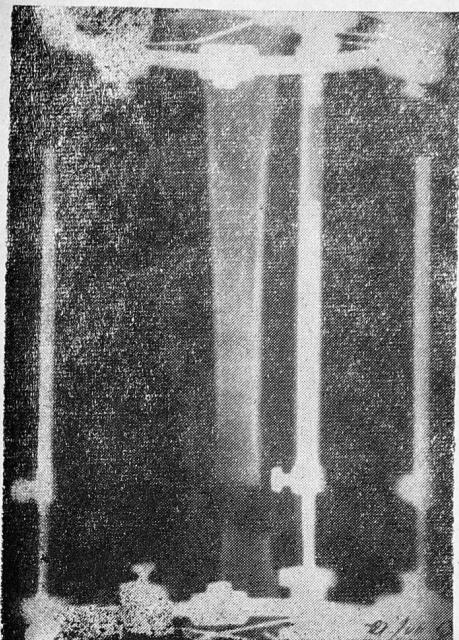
Рентгенограмма левой голени больного А., 11 лет, произведенная сразу после операции.
